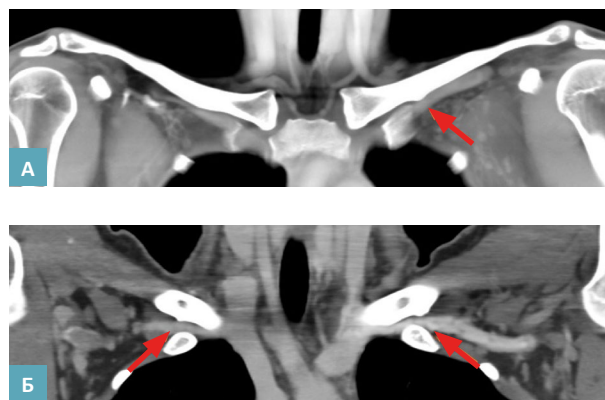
КТ-ангиография. Мультипланарная реконструкция во фронтальной плоскости. Оценка компрессии подключичной артерии на уровне ключицы: А) в состоянии покоя; Б) при отведении левой руки. С обеих сторон (более выражено слева) визуализируются экзостозы нижних поверхностей ключиц, приводящие к уменьшению пространства между ключицами и первыми ребрами.
